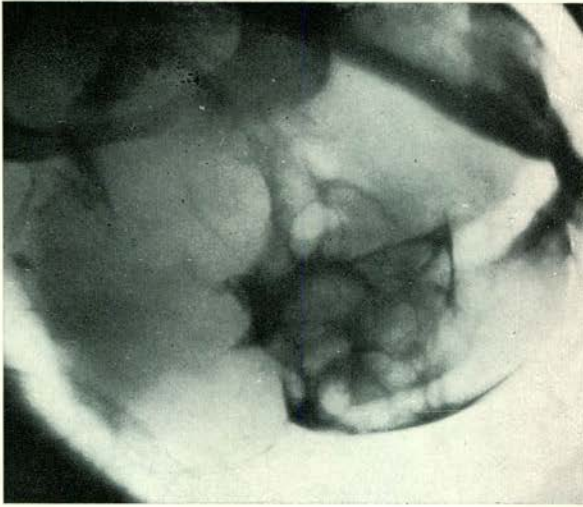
Patiënt A: röntgenfoto, gemaakt een jaar na die van afb. 4. Er is volledig herstel van de onderkaak opgetreden.
